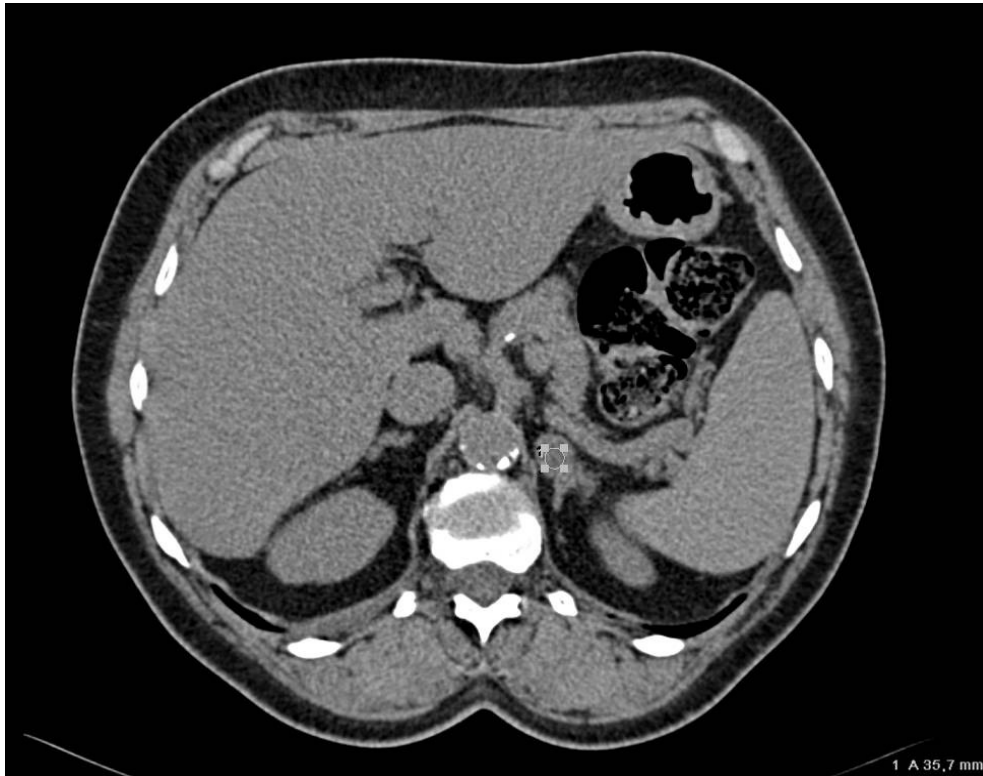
Fall 3 - Nebennieren-Raumforderung links in der CT nativ (HU um 16)
